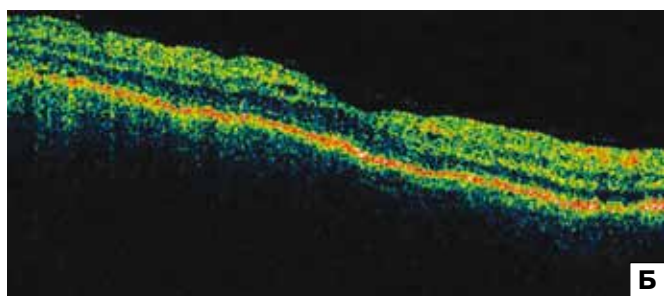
Больная Д. А — увеальная меланома внецентральной локализации; Б — оптическая когерентная томография. Опухولةассоциированная дистантная макулопатия. Микрокисты.
